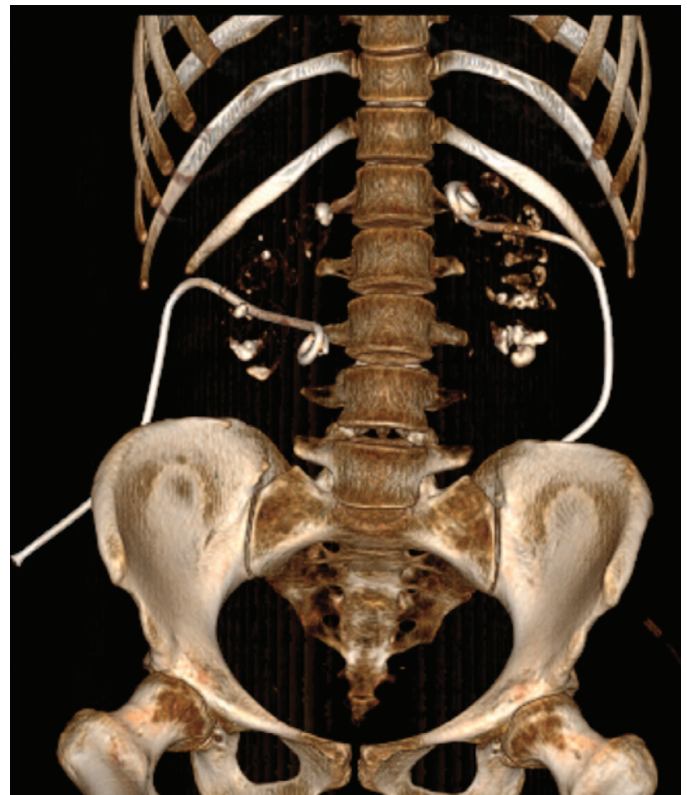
3D-реконструкция мультиспиральной компьютерной томографии пациентки Ж., апрель 2020 г
